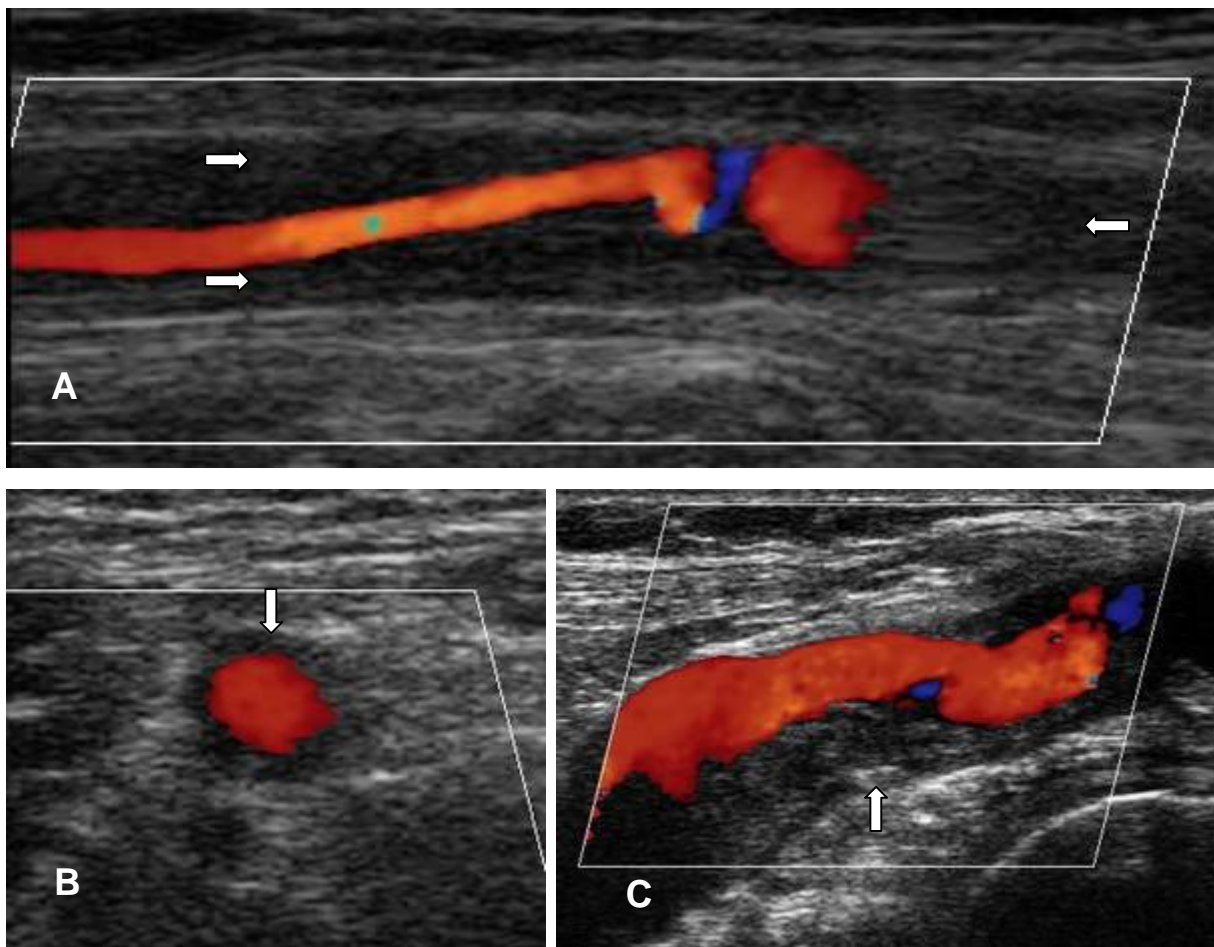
Sonographiebilder pathologischer Axillararterien. A: Longitudinalschnitt mit echoarmer Wandschwellung (→) mit > 50 % Stenose bei akuter RZA-GG, auf der rechten Seite ist die Arterie verschlossen (←). B: Transversalschnitt einer konzentrisch echoarmen Wandschwellung (↓) mit <50 % Stenose bei akuter RZA-GG. C: Longitudinalschnitt einer ausgeprägten Arteriosklerose der Arteria axillaris. Diese Wandschwellung befindet sich nur auf einer Seite der Arterie, sie ist inhomogen und zeigt eine Verkalkung (↑).
